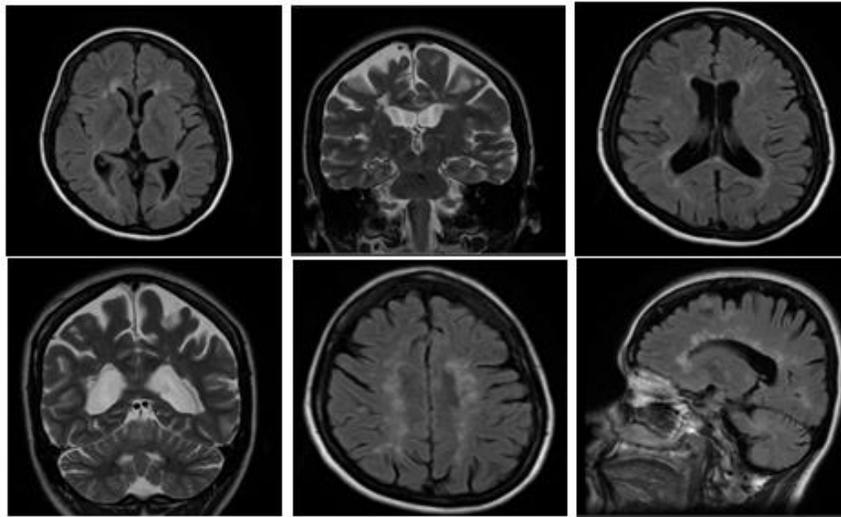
Resonancia magnética noviembre de 2018
